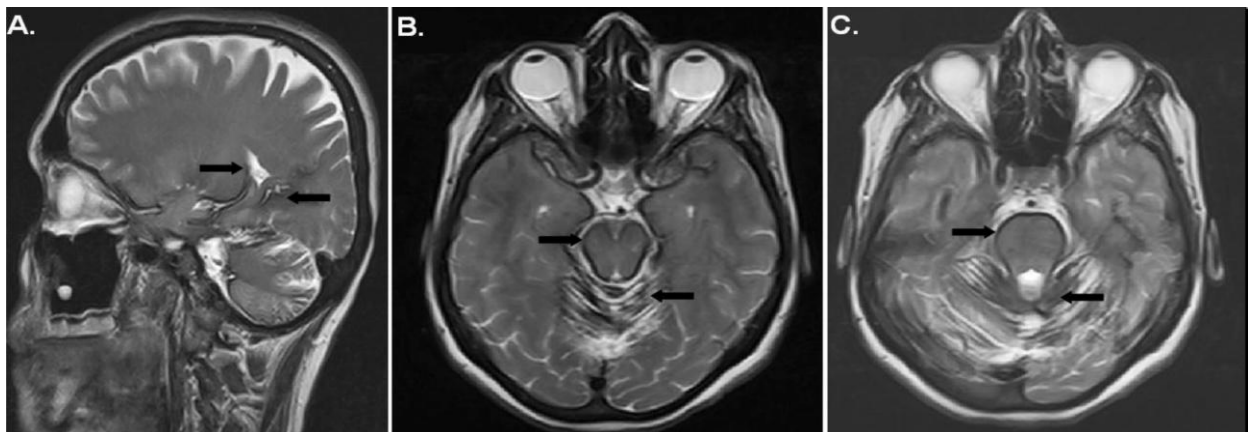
Fall 1 – kraniale MRT vom 08.02.2001. T2-gewichtete sagittale (A) und koronare (B, C) Kernspintomogramme. Die Hämosiderin-Ablagerungen stellen sich als ausgeprägte Suszeptibilitätsartefakte perimesenzephal (B) und im Bereich des Pons (C) sowie *Sylvian sulcus* (A) dar
